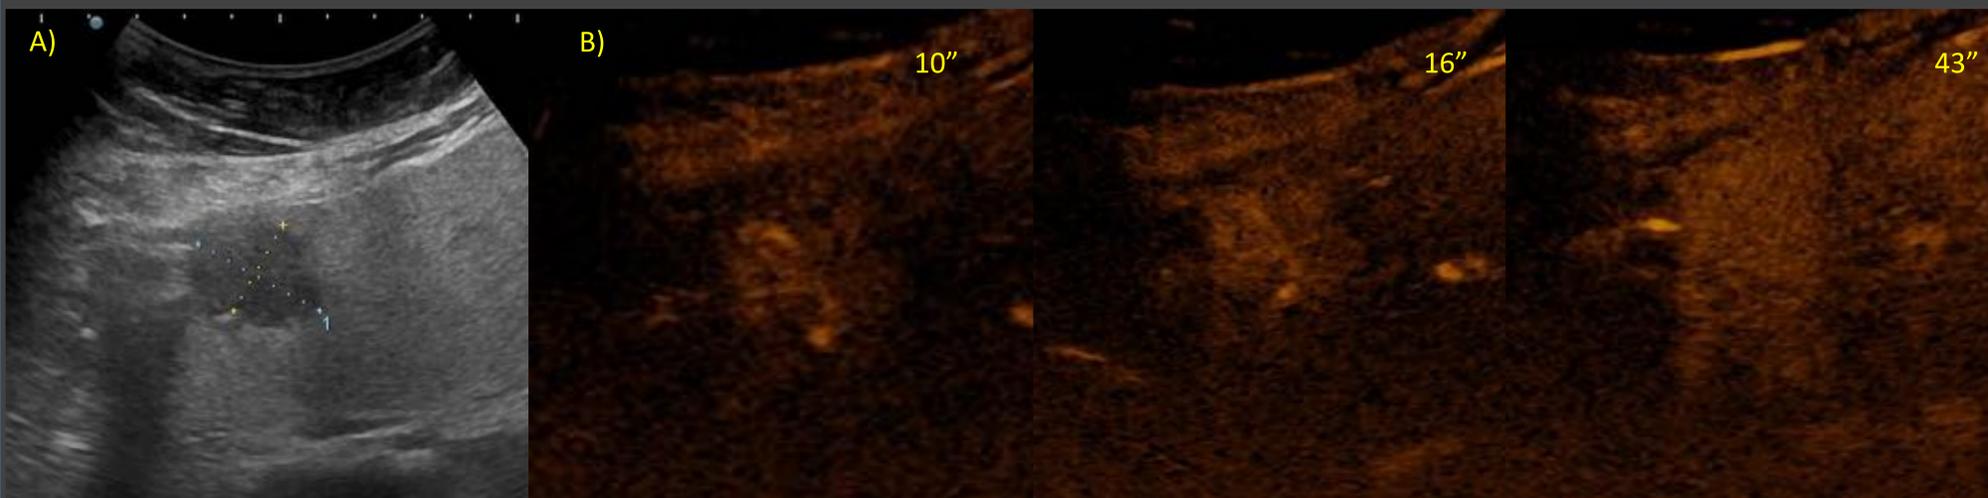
HNF. A) Modo B. Lesión hipoeoica en segmento III. B) Ecografía con contraste. La lesión realza de manera centrífuga a los pocos segundos de la administración de cte ecogáafico. Se puede ver un vaso nutricao en el centro de la lesión. C) En RM apreciamos la lesión hiperintensa en T2 FS, sin restricción en la difusión, con realce en fase arterial y persistencia del mismo en fases tardías.
